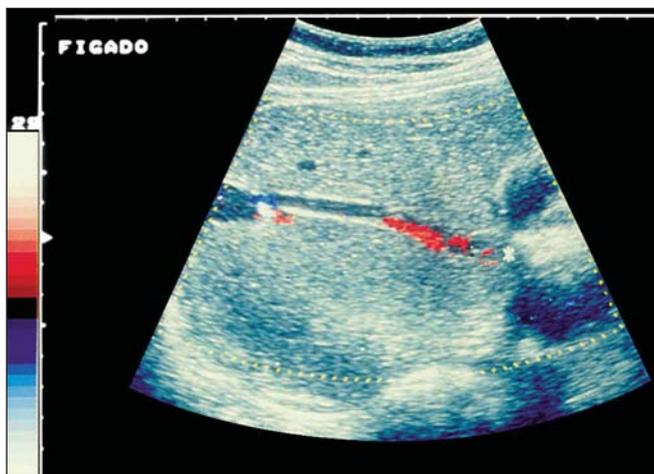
Ultra-sonografia com Doppler colorido demonstrando TIPS no interior do fígado.
